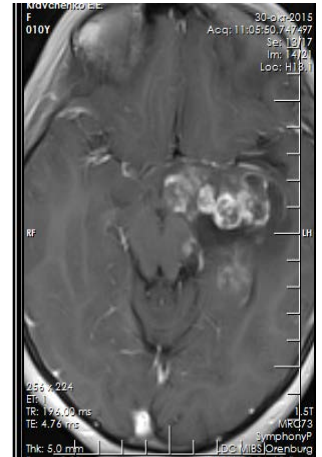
Контрольное МРТ через 6 и 16 месяцев после курса ЛТ
